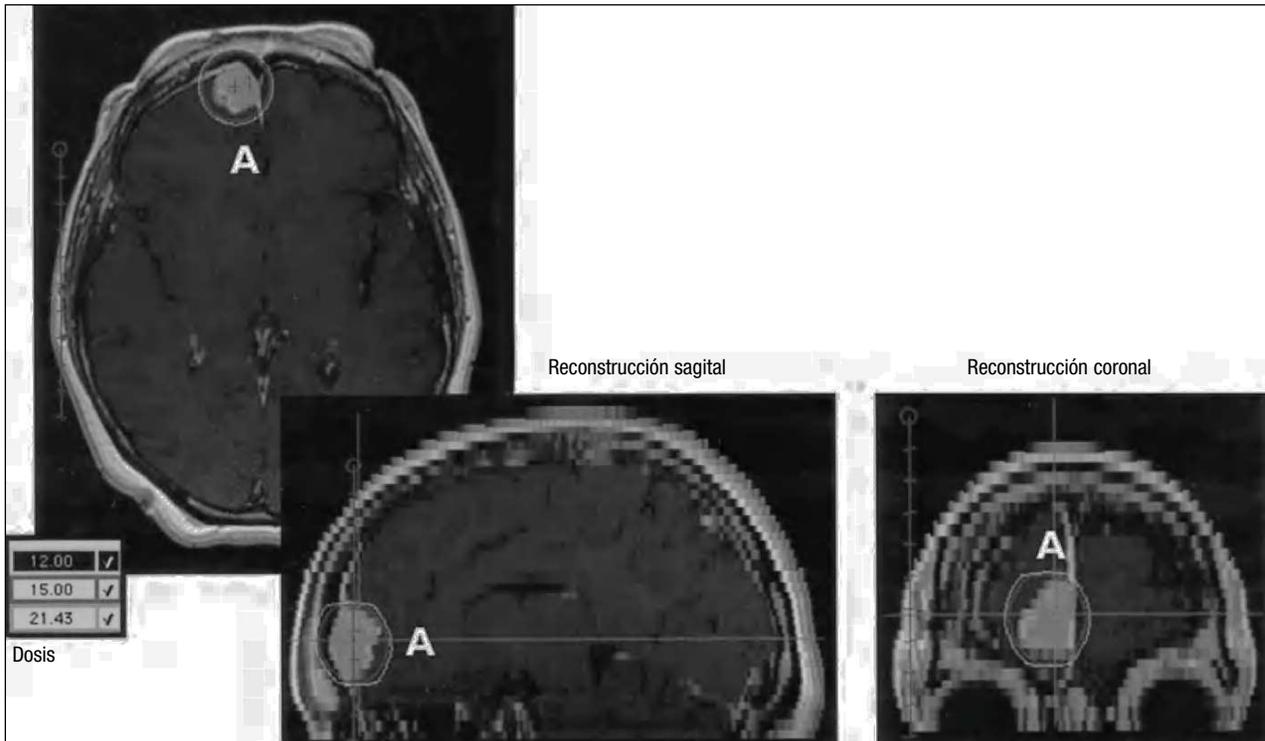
Resonancia magnética nuclear (RMN) que muestra en tres reconstrucciones la imagen de un meningioma frontal (A).
